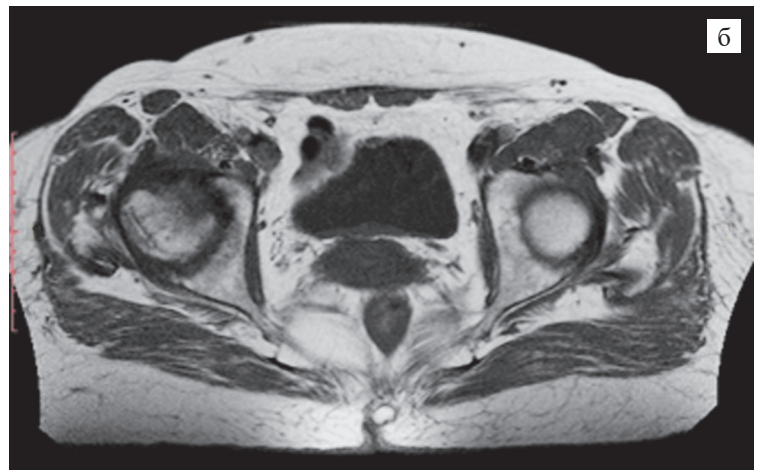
МРТ правого тазобедренного сустава; участок АНГБ: а – во фронтальной проекции; б – в аксиальной проекции
